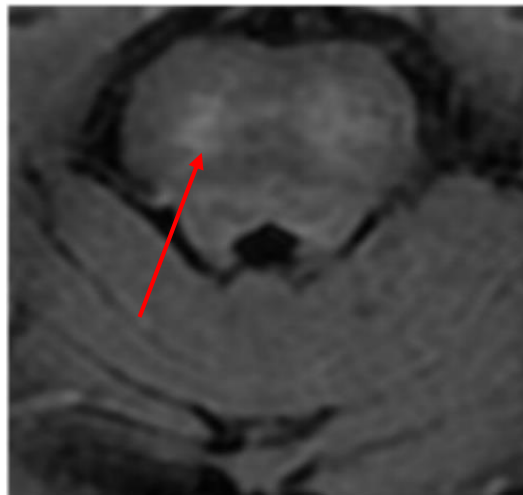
Axiale FLAIR, hyperintensités de la substance blanche et stadification sur l'échelle de Fazekas.
